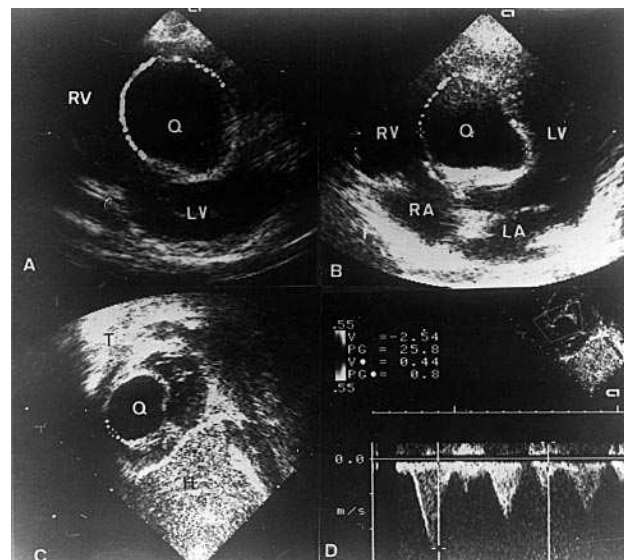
A: eje corto de ventrículos. Imagen quística redondeada, de bordes bien definidos, situada en el tabique interventricular, protruyendo hacia el ventrículo derecho; B: apical 4 cámaras. Imagen quística, de  $34 \times 28$  mm, bordes bien definidos, situada en el tabique interventricular; C: plano subxifoideo, barrido desde el eje de cavas hacia el tracto de salida del ventrículo derecho: se observa la imagen quística, redondeada, protruyendo dentro del tracto de salida del ventrículo derecho; D: Doppler continuo en el tracto de salida, donde se recoge una velocidad de 2,54 m/s y un gradiente de 25 mmHg; H: hígado; LA: aurícula izquierda; LV: ventrículo izquierdo; Q: quiste; RA: aurícula derecha; RV: ventrículo derecho; T: tórax.
